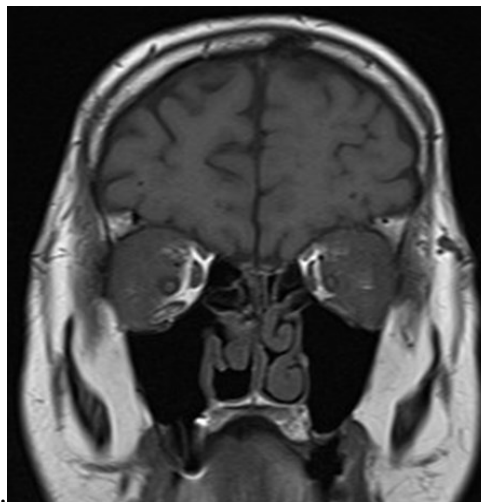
Riscontro RMN di tessuto infiammatorio retro-orbitario con coinvolgimento della muscolatura oculare estrinseca in un paziente con GPA (sequenze T1-pesate).
